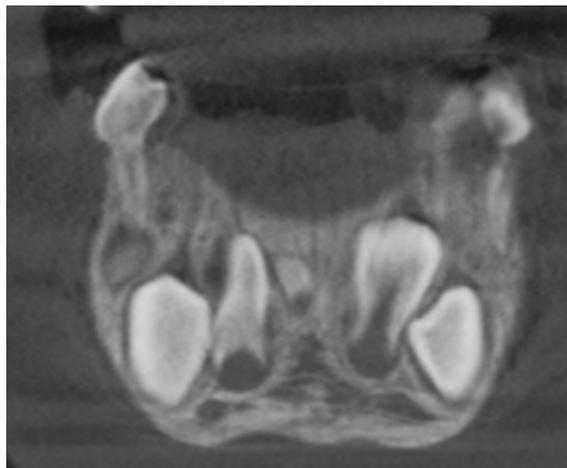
Tomografía computarizada, mesio-giroversión de 90° de la 4.2
